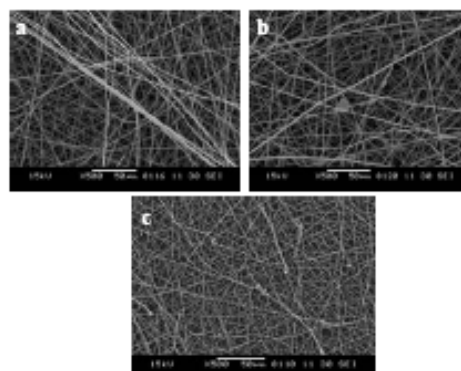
SEM images of fibers prepared from 15%w/w solutions of PS/PSMA blend (4:1) fabricated at (a) 6, (b) 8, and (c) 10 kV in mixed DMF:THF (1:1) solvent.
